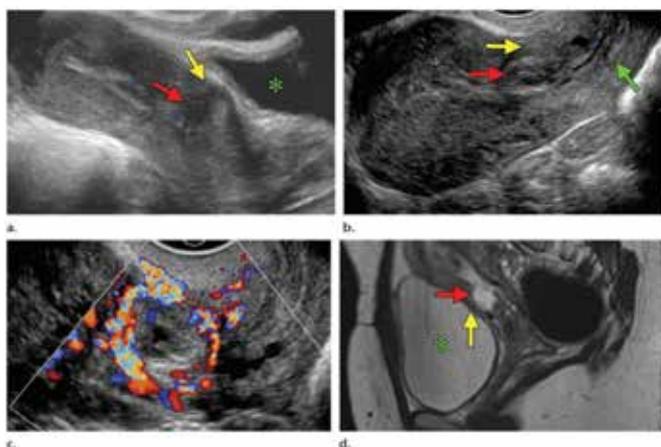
Embarazo ectópico en cicatriz de cesárea. (a) Imagen sagital de US transabdominal en escala de grises en una paciente con una cesárea previa que muestra un saco gestacional (flecha roja) en la pared anterior de la superficie inferior del útero anterior a la vejiga (\*), con adelgazamiento del miometrio (flecha amarilla) visto anteriormente a la bolsa (b) Imagen sagital de ecografía transvaginal que muestra el miometrio cónico (flecha amarilla) anterior al saco gestacional (flecha roja), que está por encima del orificio cervical interno cerrado (flecha verde). Obsérvese la cavidad endometrial vacía (entre los calibradores). (c) Imagen Doppler color transvaginal sagital que muestra flujo peritrofoblástico alrededor del saco gestacional. (d) Imagen de resonancia magnética ponderada en T2 sagital que muestra el saco gestacional (flecha roja) en el segmento uterino anterior inferior y el miometrio cónico (flecha amarilla) entre el saco gestacional y la vejiga (\*).<sup>5</sup>
